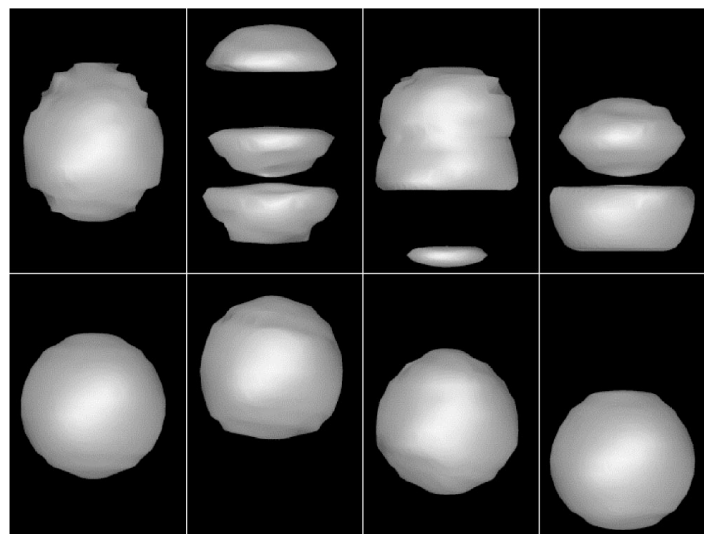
Acquisition par tomographie d’une sphère en mouvement issue du travail de Rietzel *et al.* [5]. Les images du haut ont été acquises à l’aide d’un tomographe 3D conventionnel. Des artéfacts de mouvement créant une division virtuelle de l’objet imagé peuvent clairement être identifiés. Les images du bas ont été acquises à l’aide d’un tomographe 4D qui a pour objectif de corriger ces artéfacts de mouvement.
